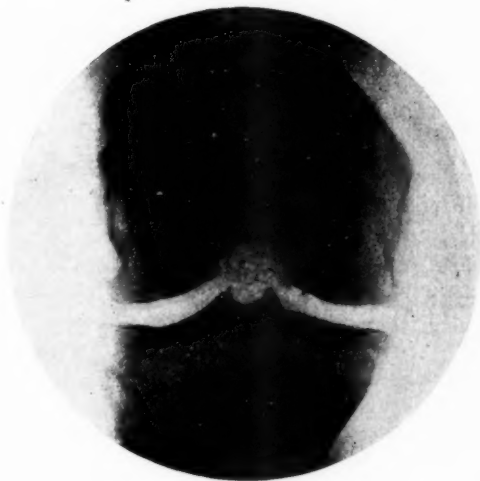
Radiographie d'un arthrophyte d'origine synoviale.
